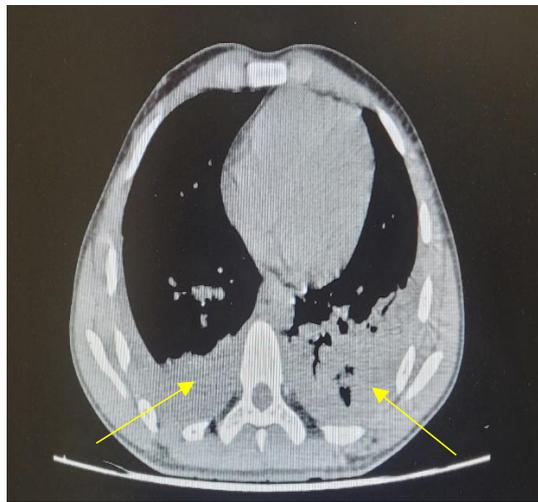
TC de tórax y mediastino. Infiltrados parenquimatosos bibasales posteriores asociados a derrame pleural de pequeña cuantía.
